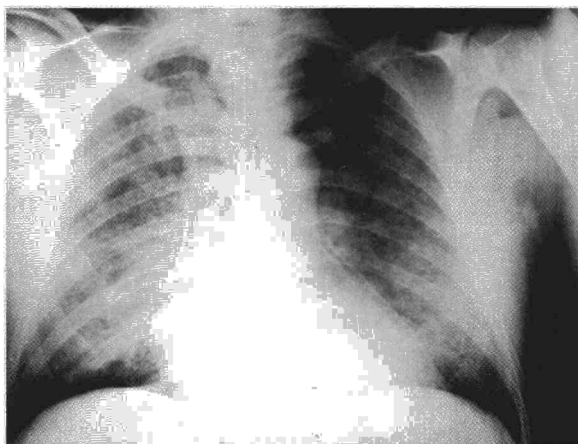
Radiografía de tórax inicial en el paciente 1.
